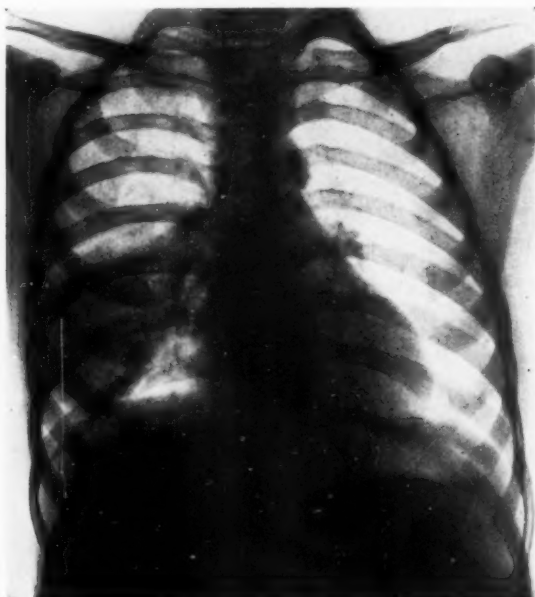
Pneumonie de la zone dorsale moyenne du poumon droit (radiographie de face).*
